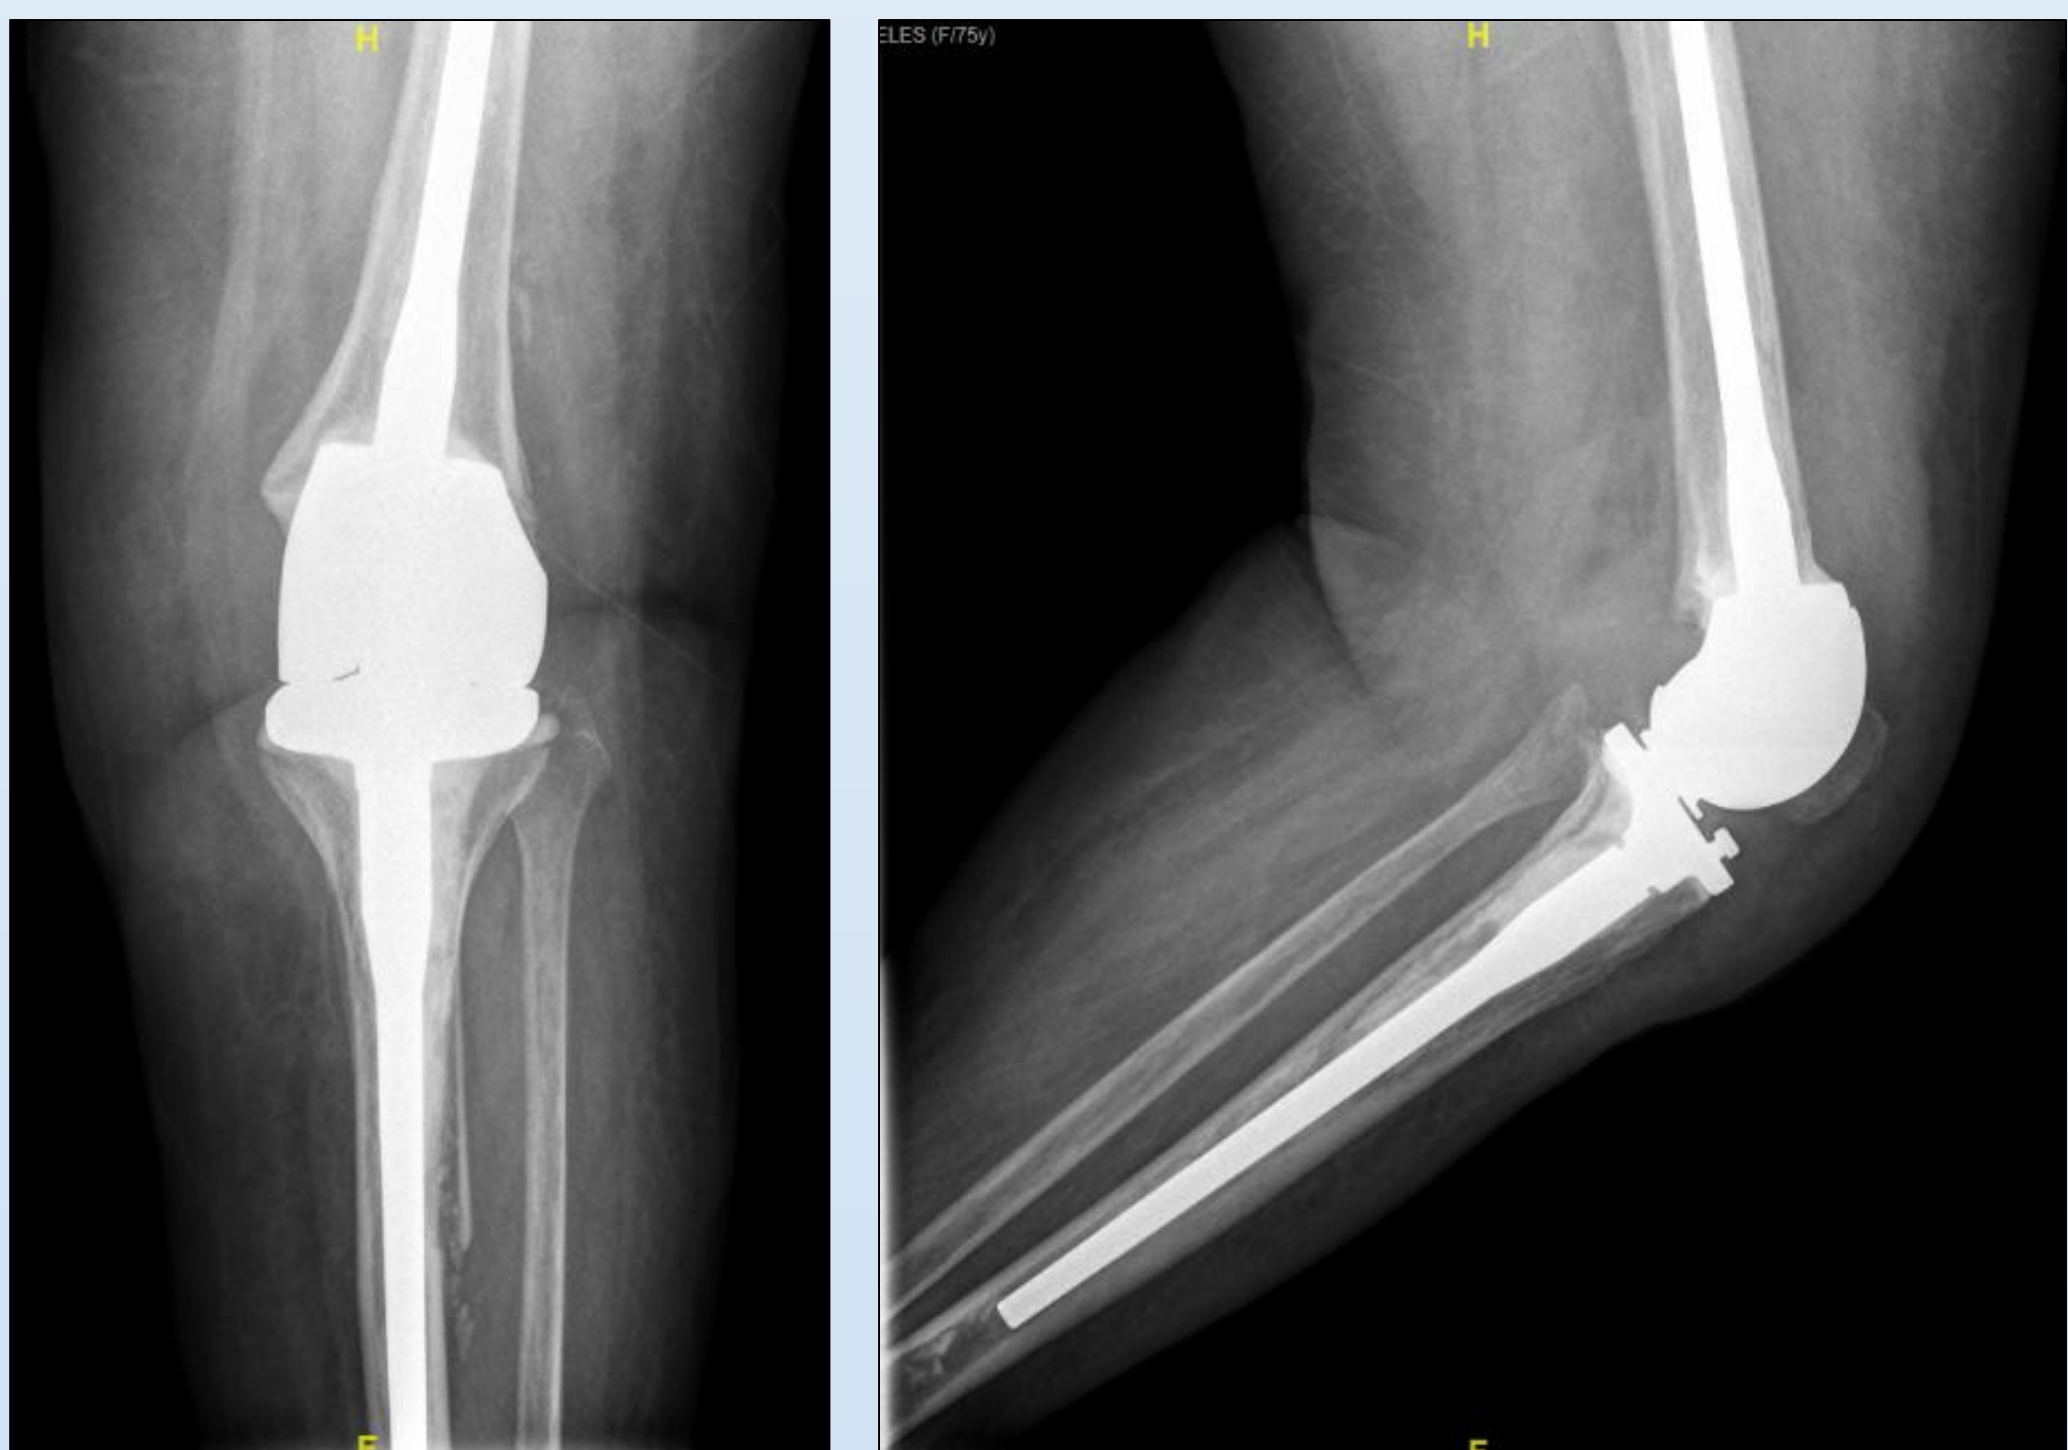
Fractura periprotésica de tibia en radiografía de rodilla
